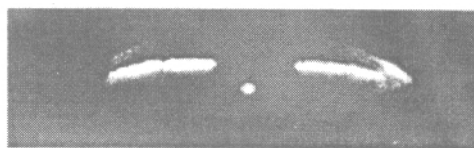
正常人眼球虹膜超声显微图像(白色发亮条带为虹膜,白色亮点是晶体的中心)
